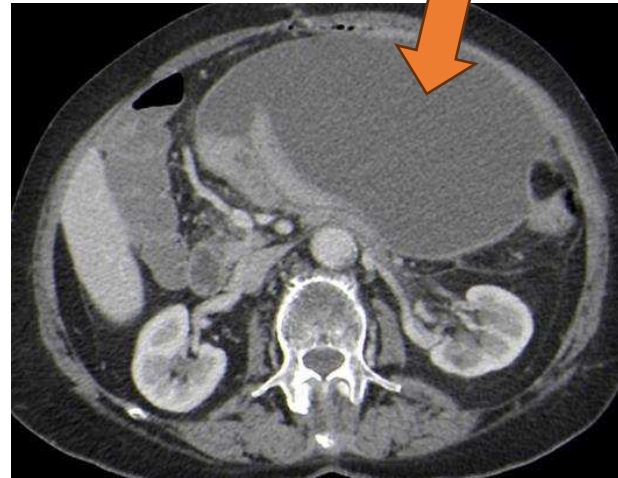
TC corte axial con contraste. Ascitis loculada
